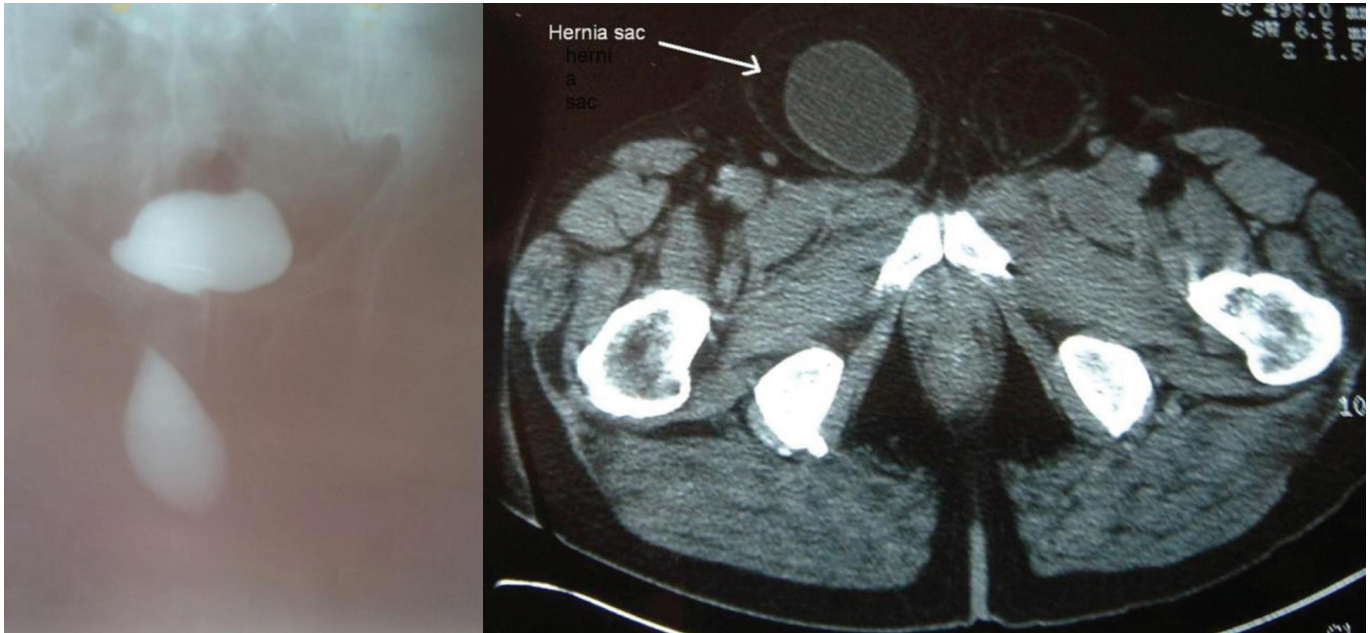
Preoperative images (A) Herniation of the bladder into the right inguinal canal is seen in intravenous pyelography image (B) The herniated part of the bladder is seen in inguinal canal in contrast enhanced axial pelvic computurized tomography image
